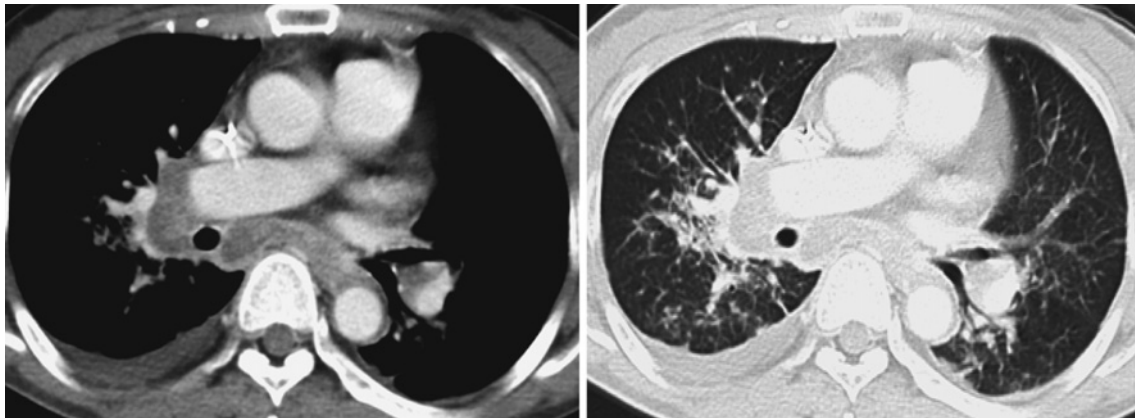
Thoracic contrast-enhanced CT demonstrates multiple large lymphadenopathies of the hilum and mediastinum with slight pleural effusion in both thoracic cavities (left). A lung image shows scattered infiltration with thickening of the bronchovascular bundles in both the middle and lower lung fields (right).
